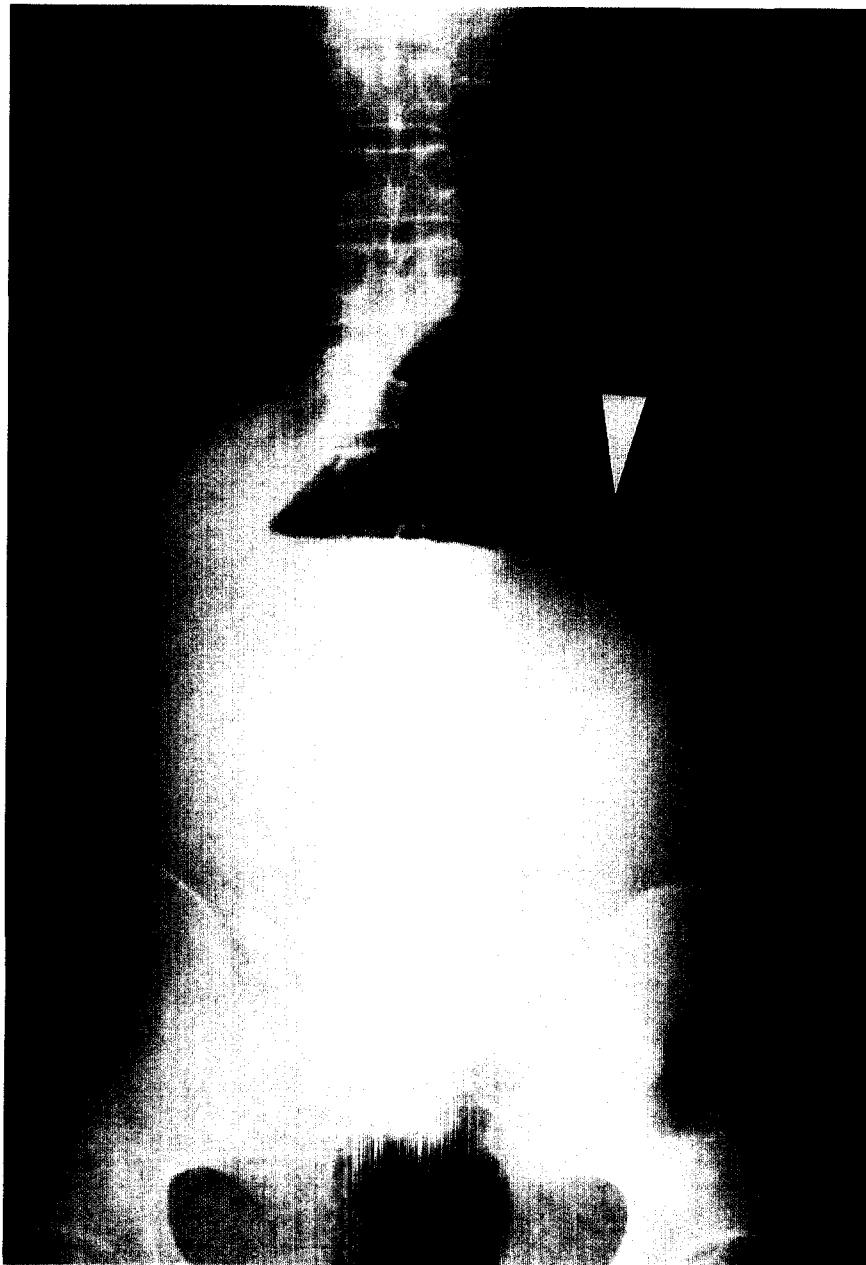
Upright radiograph of the abdomen demonstrates two large air-fluid level in the left upper quadrant.(arrow head)
